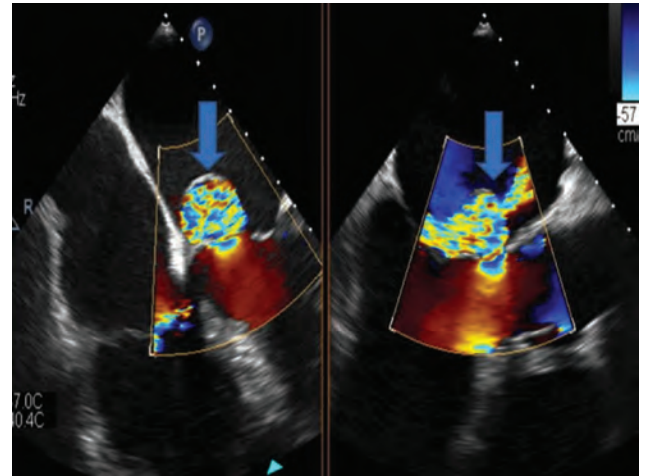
Transesophageal echocardiography (mid-esophageal view 40°) shows a ruptured aneurysm of the non coronary sinus with an oblique shunt into the left atrium, using colour Doppler technique (blue arrows).
